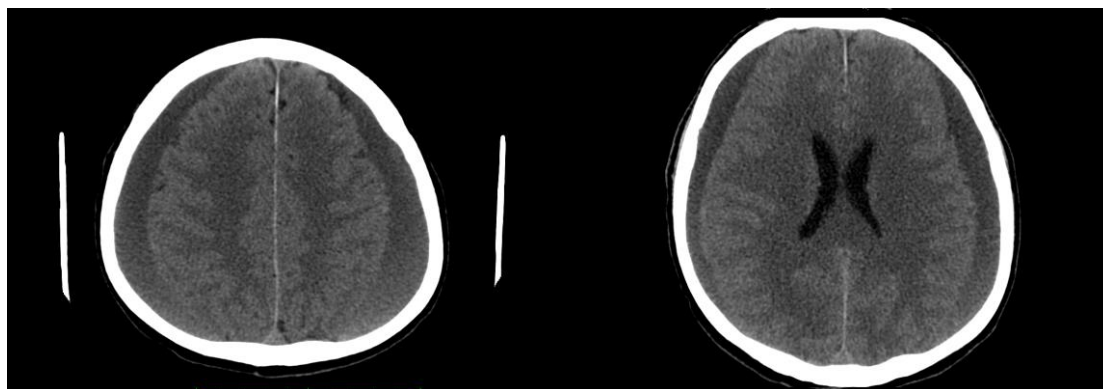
Badanie CT głowy: Obustronne krwaki przewlekłe
